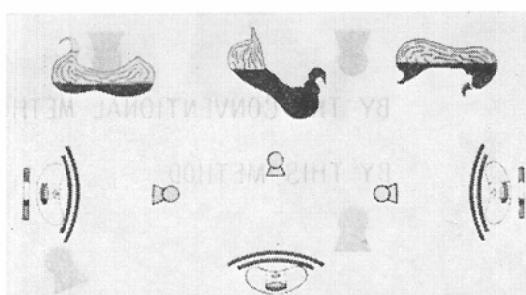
A method of the double contrast radiography of the posterior wall by the "Main rotation" of this apparatus.
